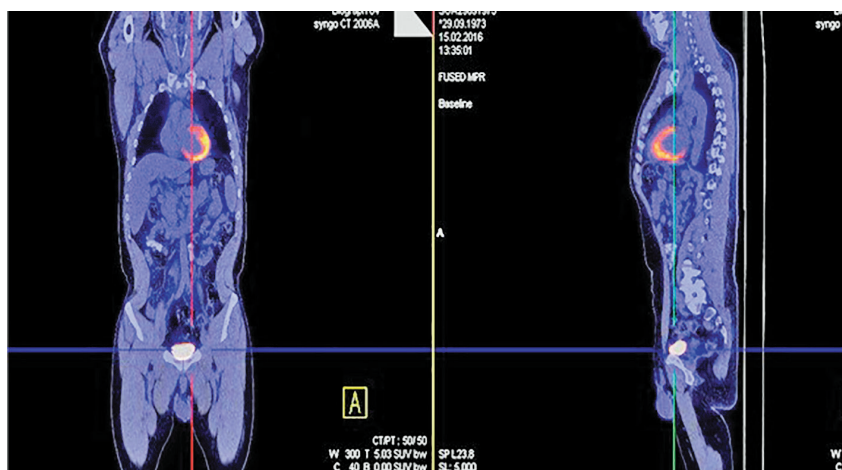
ПЭТ/КТ визуализация функции верхних и нижних мочевых путей в постмикционную фазу (изотоп 18F-ФДГ глюкозы) (собственные наблюдения)
